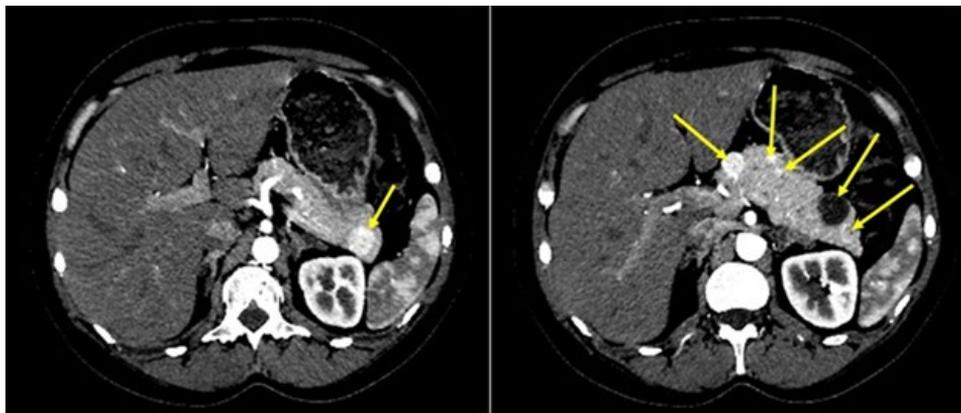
МСКТ брюшной полости с контрастным усилением
